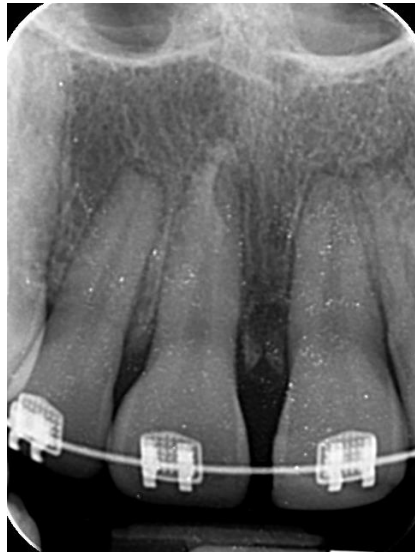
Radiografía donde se observa radiolucidez en cresta ósea entre 11 y 21, compatible con sequestro óseo.
